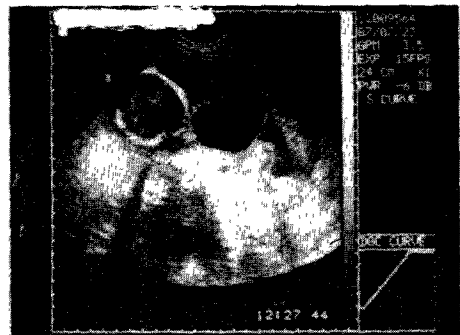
A homogenous fetal head sized echolucent mass is observed on sonography.
